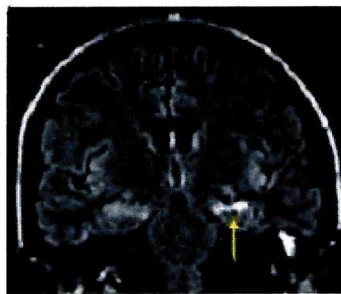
Resonancia magnética de un paciente con crisis temporales. Se observa una pequeña lesión en la región más profunda del lóbulo temporal izquierdo (tomado del sitio web: www.infodoctor.org).
